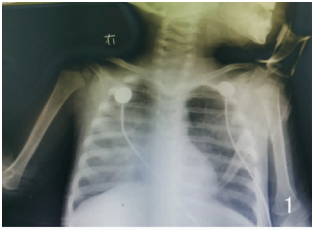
胸片提示双肺透亮度减低,双肺纹理增多、模糊,双肺散在斑片影,以右肺中、下野明显,考虑炎症病变 图 2 胸部 CT 双肺多发斑片影、磨玻璃密度影,部分实变,考虑炎症病变 图 3 全麻手术在硬性纤维支气管镜下术中见奶栓或痰栓 图 4 术后患儿咳出的与气管形态一致的支气管异物
